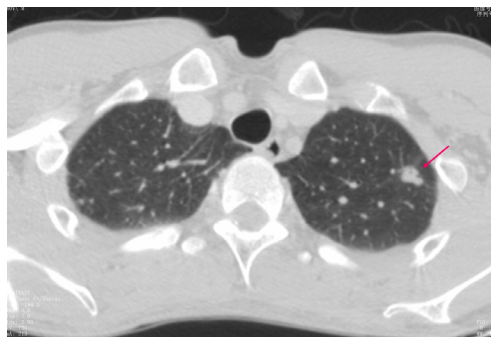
CT显示一小错构瘤(箭头), 边缘分叶, 类似恶性肿瘤
